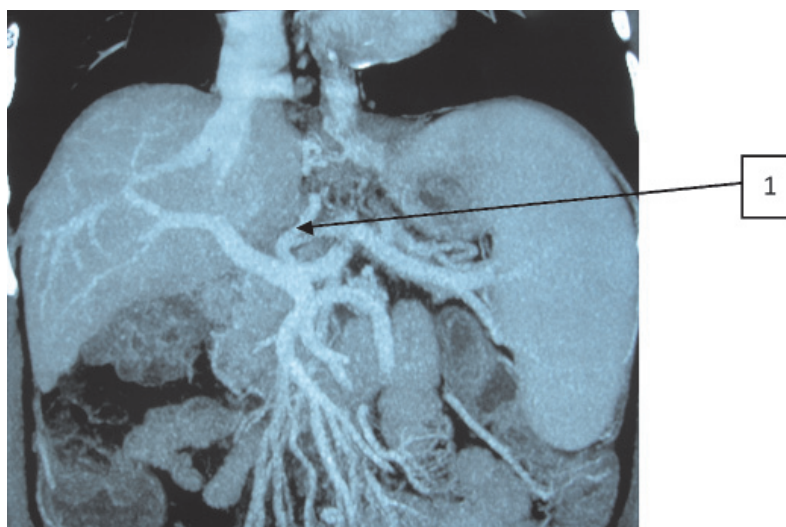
Пациентка К., 54 лет. СКТ-ангиография. 1 – ЛЖВ
